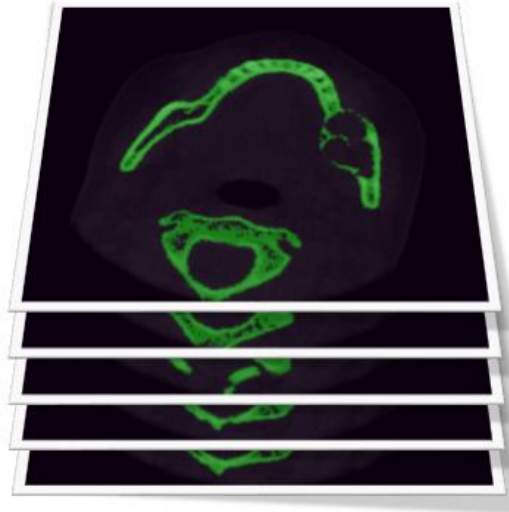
Imatges tomogràfiques (CT Scan)
